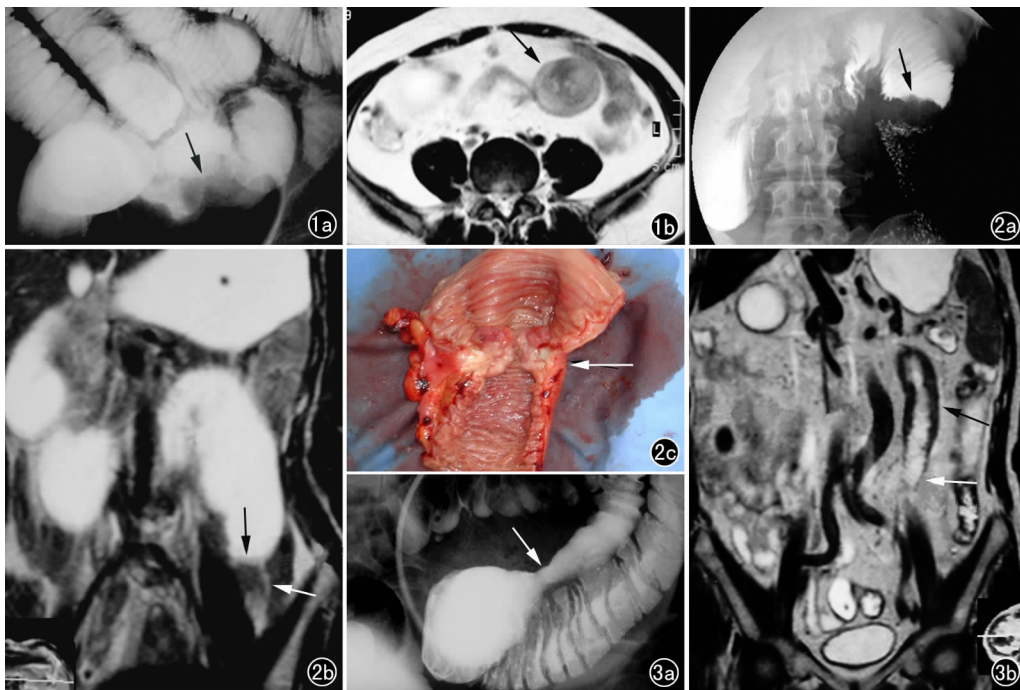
空肠肿瘤。a) 小肠钡灌肠 (SBE) 示空肠肠腔内充盈缺损 (箭); b) MRI SE-T₂WI 横断位显示空肠内软组织肿块 (箭)。
